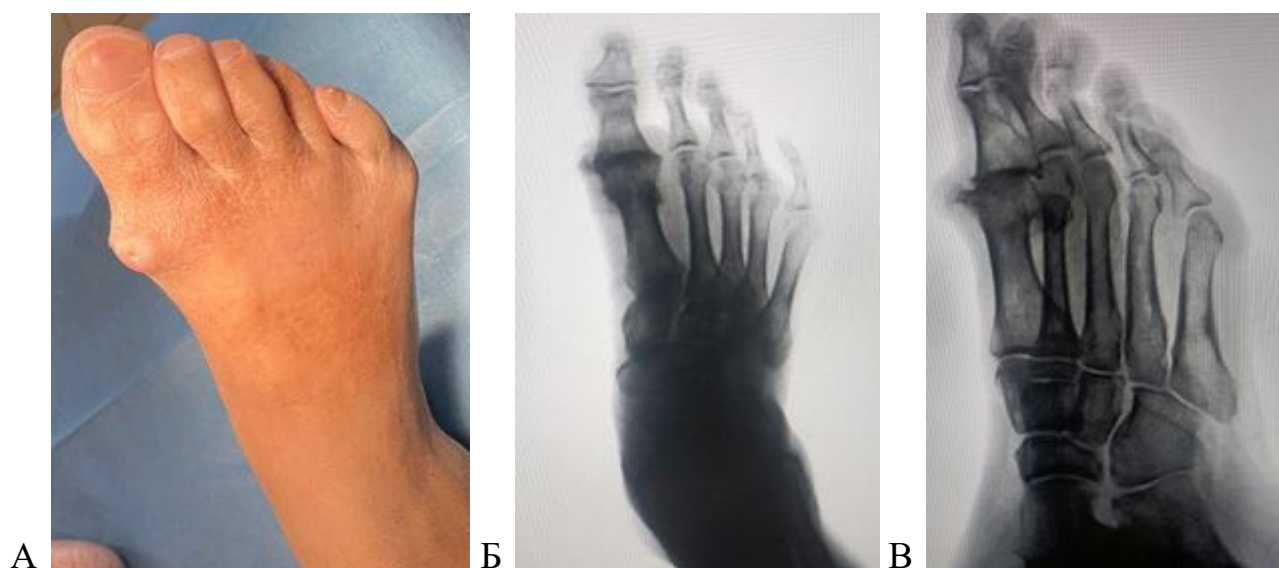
Результаты предоперационного обследования пациента В., 76 лет с диагнозом Остеоартроз 1 ПФС правой стопы 4 ст. по Coughlin-Shurnas: А – внешний вид стопы - тыльные и медиальные остеофиты в области 1 ПФС; Б – рентгенограмма правой стопы в прямой проекции; В – в боковой проекции. Выраженное сужение межсуставной щели 1 ПФС, признаки субхондрального склероза, тыльные и латеральные остеофиты головки первой плюсневой кости и основания основной фаланги первого пальца.
